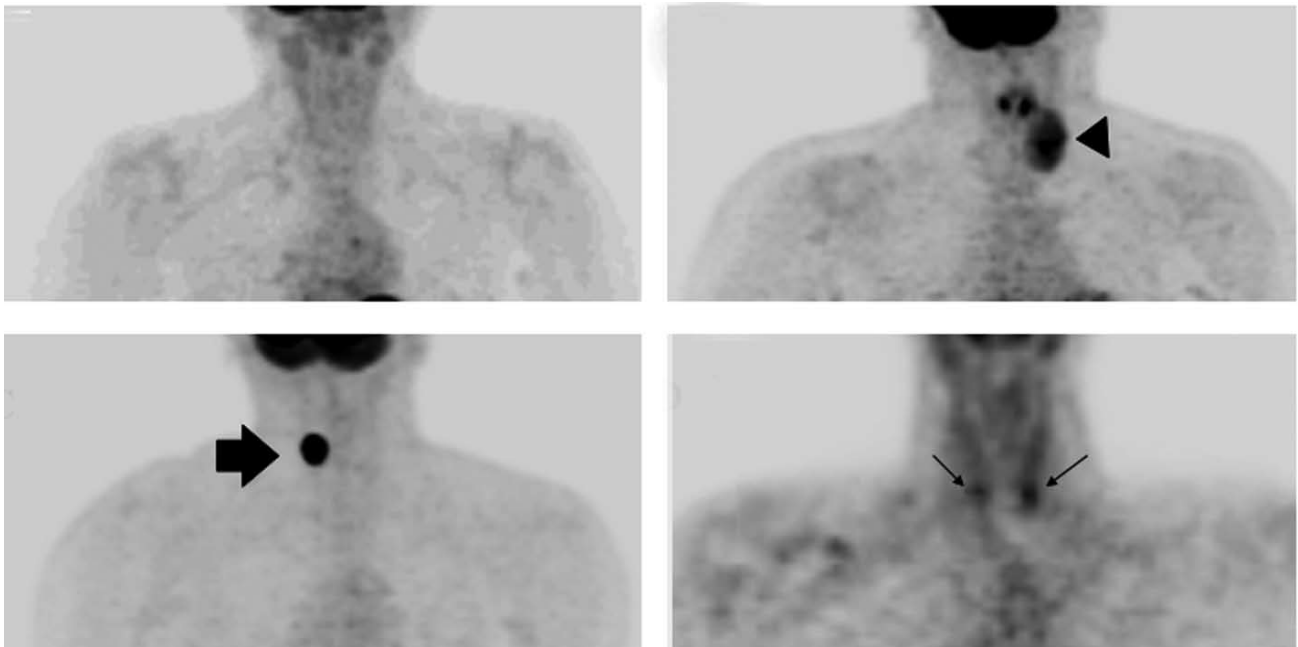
A: Imagem de PET-¹⁸F-FDG de paciente de 74 anos. Não há presença de captação focal de FDG no leito tireoidiano. Um nódulo adenomatoso de 5,4 cm no diâmetro máximo foi demonstrado no exame histopatológico (resultado verdadeiro-negativo da PET-¹⁸F-FDG); B: Imagem de PET-¹⁸F-FDG de paciente de 39 anos mostrando lesão com captação focal heterogênea da ¹⁸F-FDG no lobo tireoidiano esquerdo. A imagem imediatamente acima e medial à lesão tireoidiana representa captação fisiológica de FDG em corda vocal. Um carcinoma folicular da tireóide foi confirmado por exame histopatológico (resultado verdadeiro-positivo da PET-¹⁸F-FDG); C: Imagem de PET-¹⁸F-FDG de paciente de 44 anos mostrando lesão com captação focal homogênea da ¹⁸F-FDG no lobo tireoidiano direito. O exame histopatológico revelou nódulo adenomatoso (resultado falso-positivo da PET-¹⁸F-FDG); D: Imagem de PET-¹⁸F-FDG de paciente de 43 anos mostrando lesão com captação focal da PET-¹⁸F-FDG em ambos os lobos tireoidianos. Um microcarcinoma papilífero multicêntrico foi confirmado pelo exame histopatológico (resultado verdadeiro-positivo da PET-¹⁸F-FDG).
